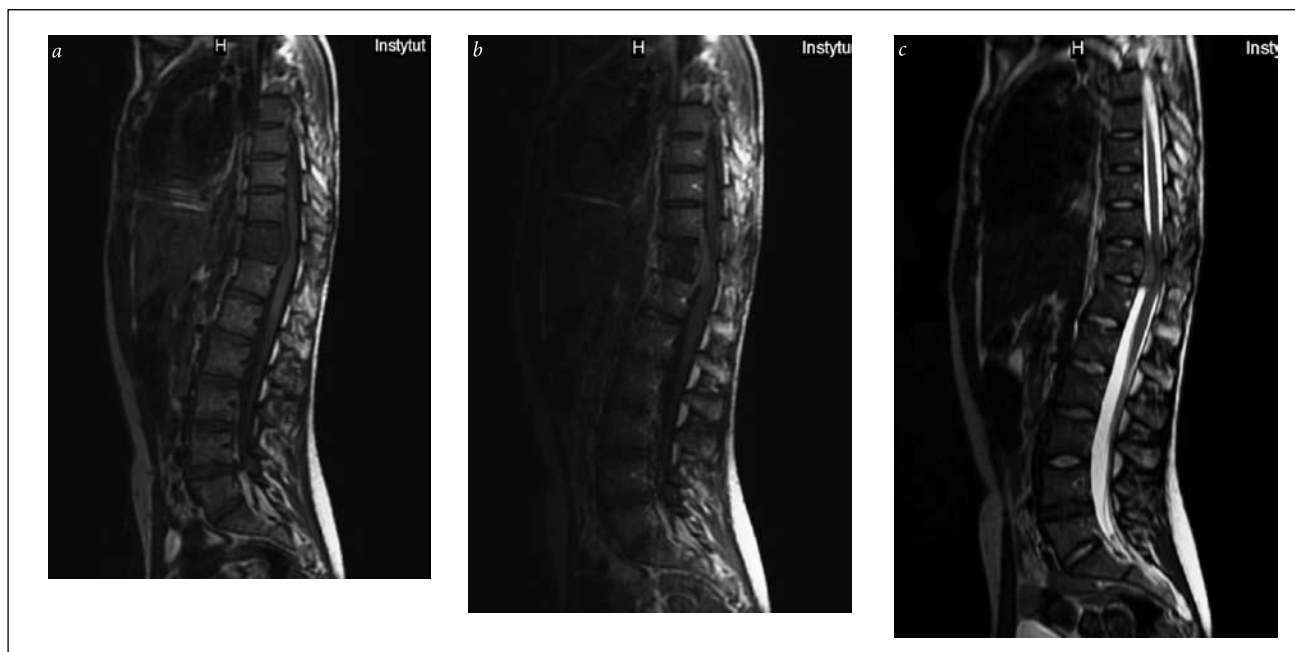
An 18-year-old girl with Ewing sarcoma of the right scapula, after the resection of the scapula and lung metastases a few years before this examination. MRI, sagittal plane: SE/T1WI before (a) and after gadolinium administration (b), FSE/T2WI (c). Metastasis to the vertebral body Th11 with a mass protruding to the spinal canal. Besides there are degenerative changes of the intervertebral disk L4/L5 and its protrusion.
